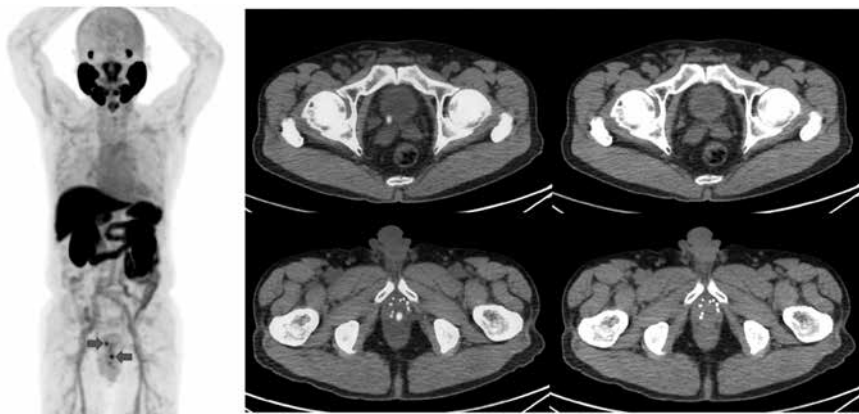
¹²⁵Iシード治療後の生化学的再発症例の¹⁸F-PSMA-1007 PET画像 (赤矢印が再発病変を指す)
